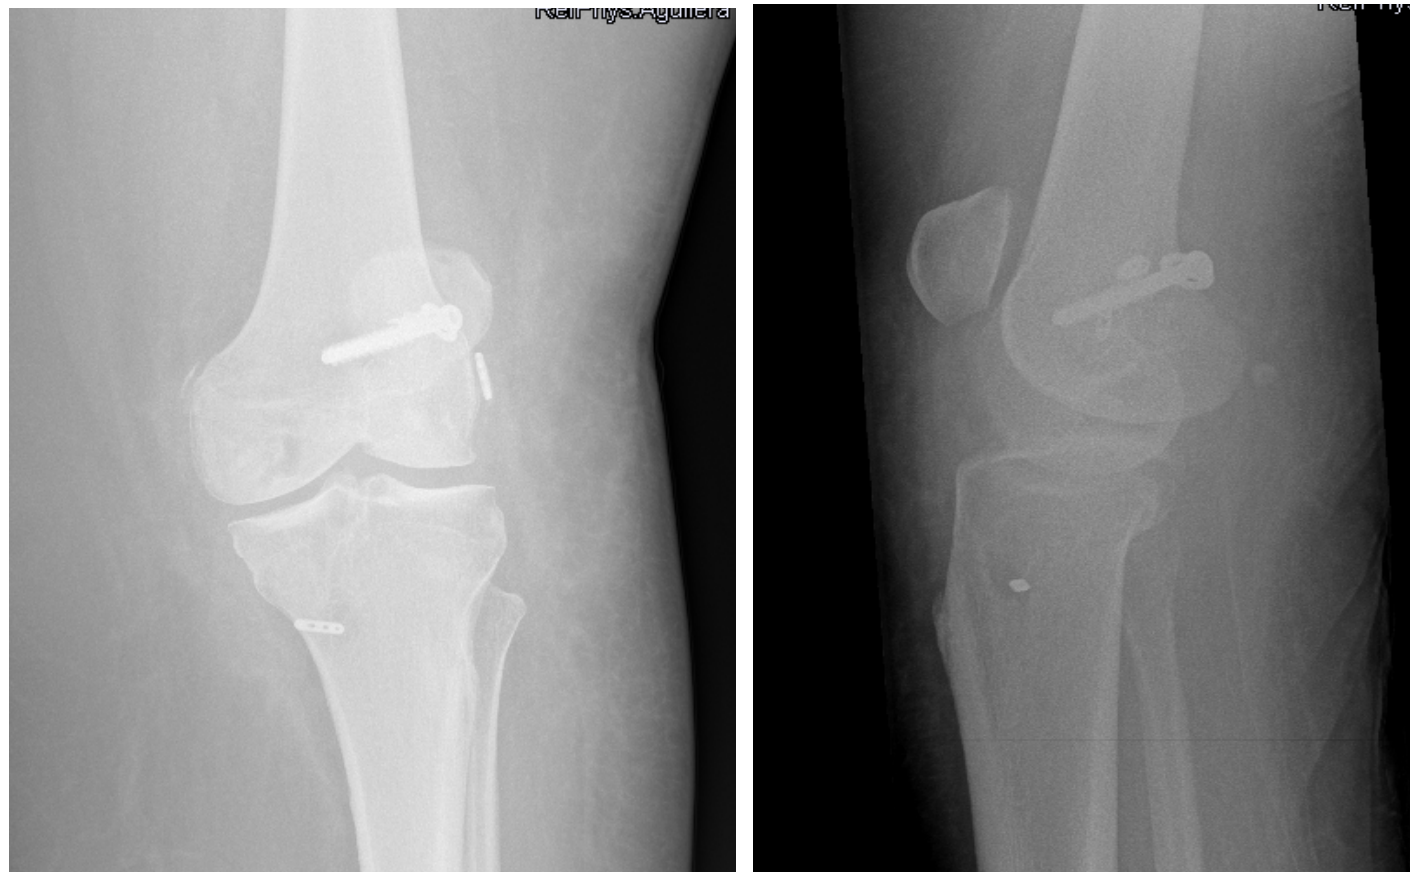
Radiografías AP y lateral. Control radiológico a los 8 meses de la cirugía
